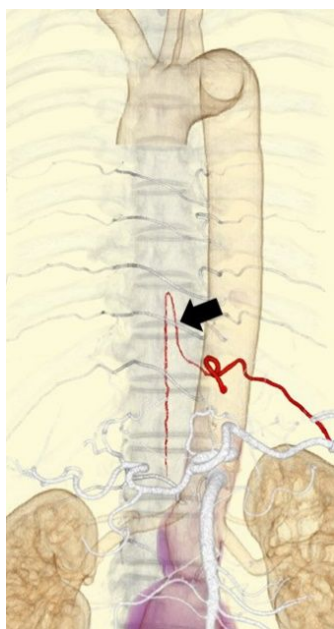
CT Angiography による Adamkiewicz 動脈の描出
